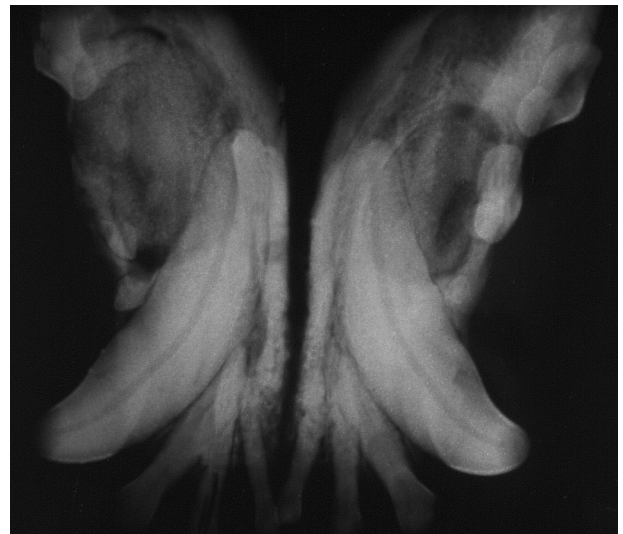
Röntgenkontrolle nach dem Auffüllen der Knochenzysten mit Knochengranulat.
